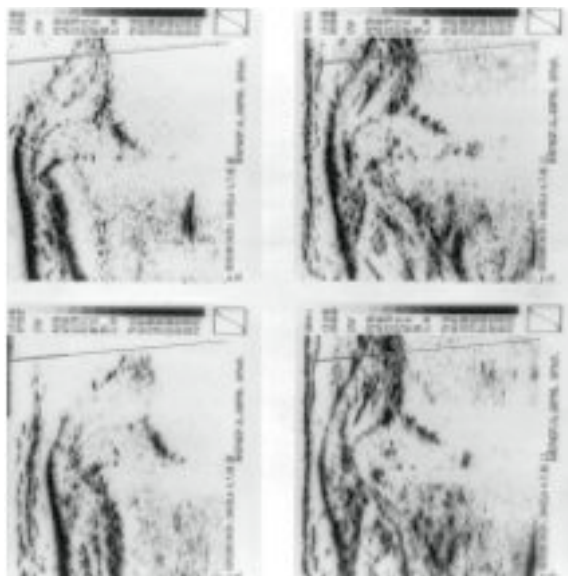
Sonogramm bei Therapiebeginn.
